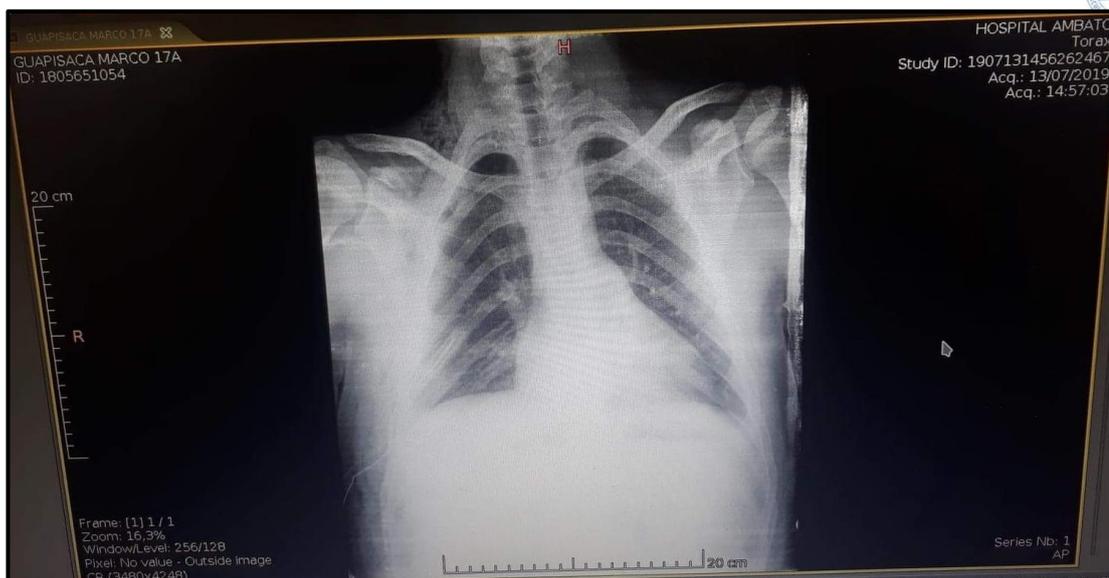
Radiografía de tórax antero posterior de control
